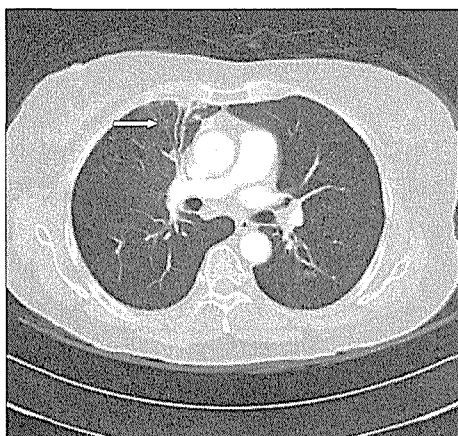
Chest CT showed centrilobular nodule and consolidation of right upper lobe (arrow).
